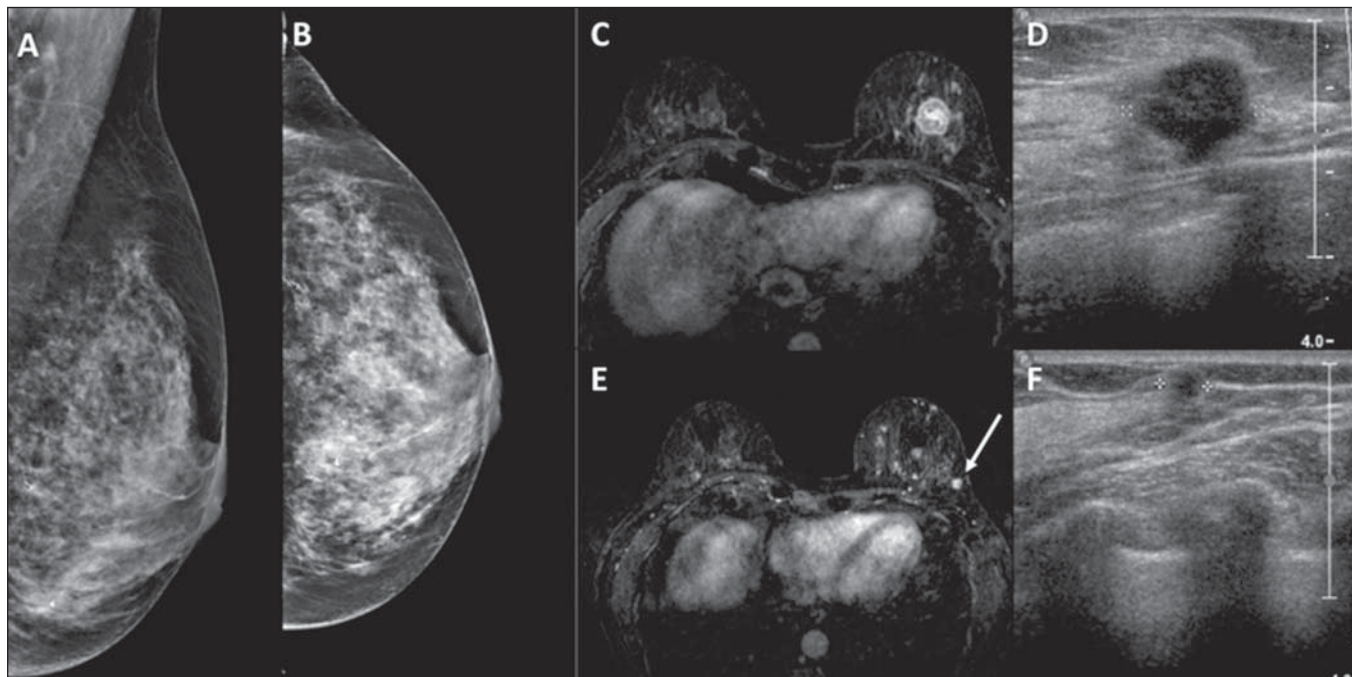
Paciente com mamas densas na mamografia (A,B). Ressonância magnética e ultrassonografia (C,D) mostram o tumor principal na mama esquerda como nódulo irregular. A ressonância magnética também mostra pequeno nódulo na mesma mama (seta em E), que foi encontrado na ultrassonografia *second-look* (F). A biópsia confirmou carcinoma ductal invasivo em ambas as lesões.
